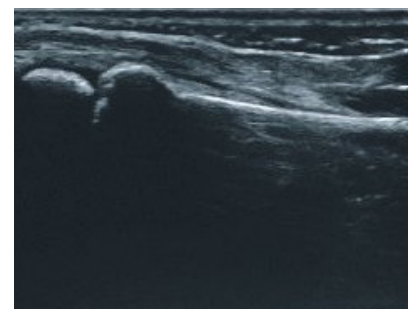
5-jähriges Mädchen; distale Radius-Stauchungsfraktur in der Fraktursonografie; dorsaler Längsschnitt
